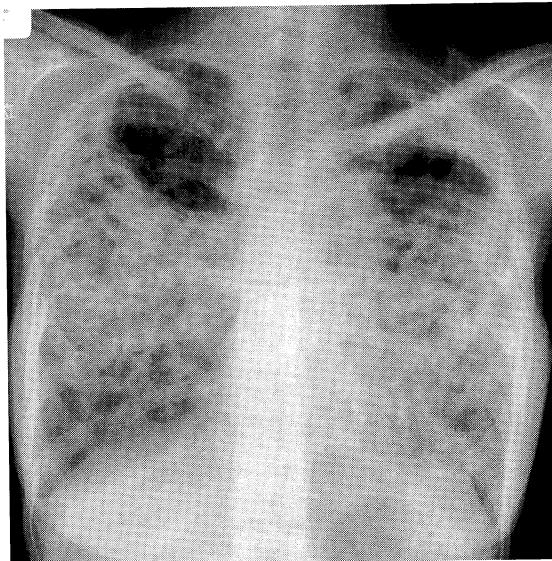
Chest X-ray film on admission (April 20, 2001) shows cavitary lesions with infiltrated shadow in bilateral lung fields.
